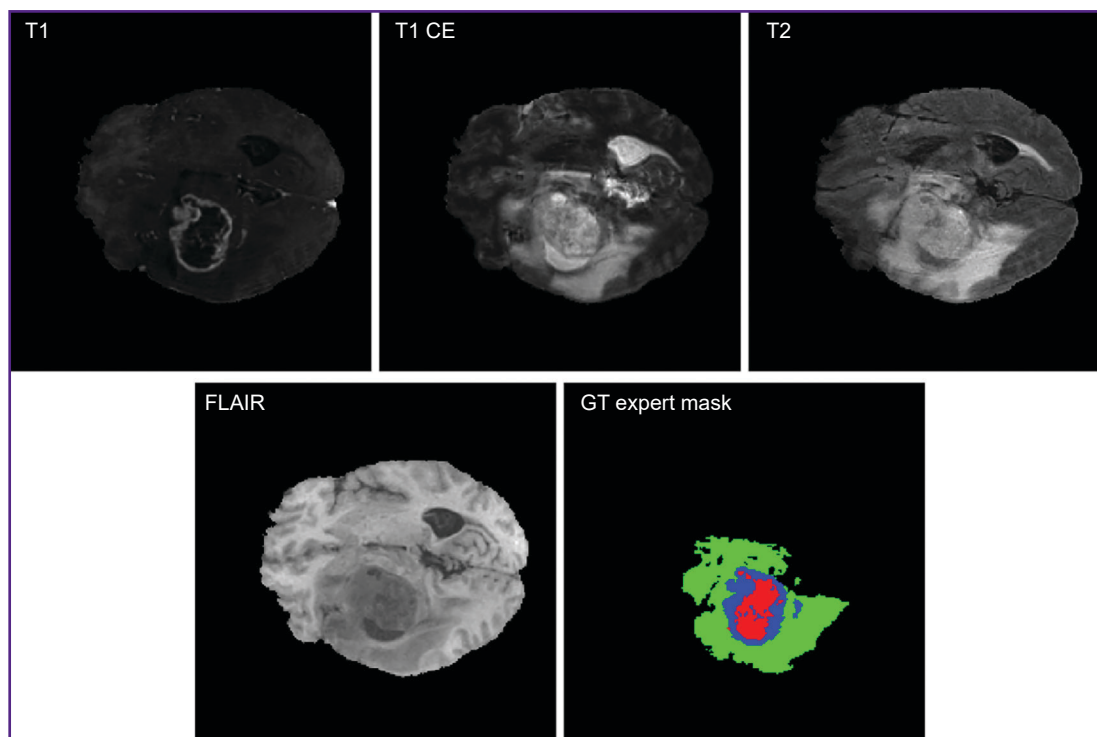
МРТ-изображение головного мозга в различных модальностях (T1, T1 CE, T2, FLAIR) и цветная маска сегментации (GT expert mask) трех классов:
